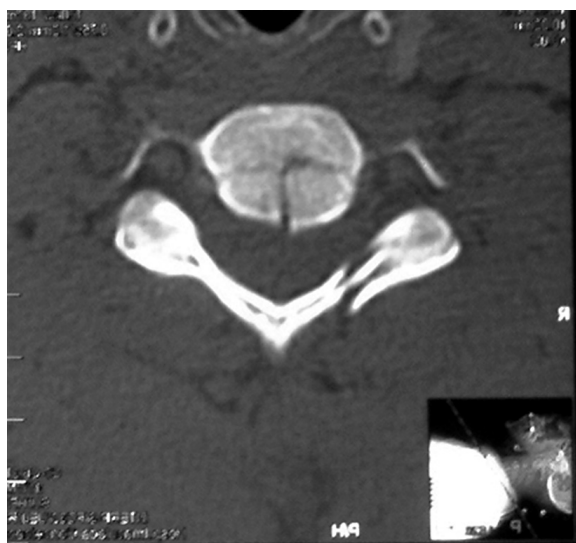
Tomografia computadorizada de coluna cervical – fratura em explosão de C6.
